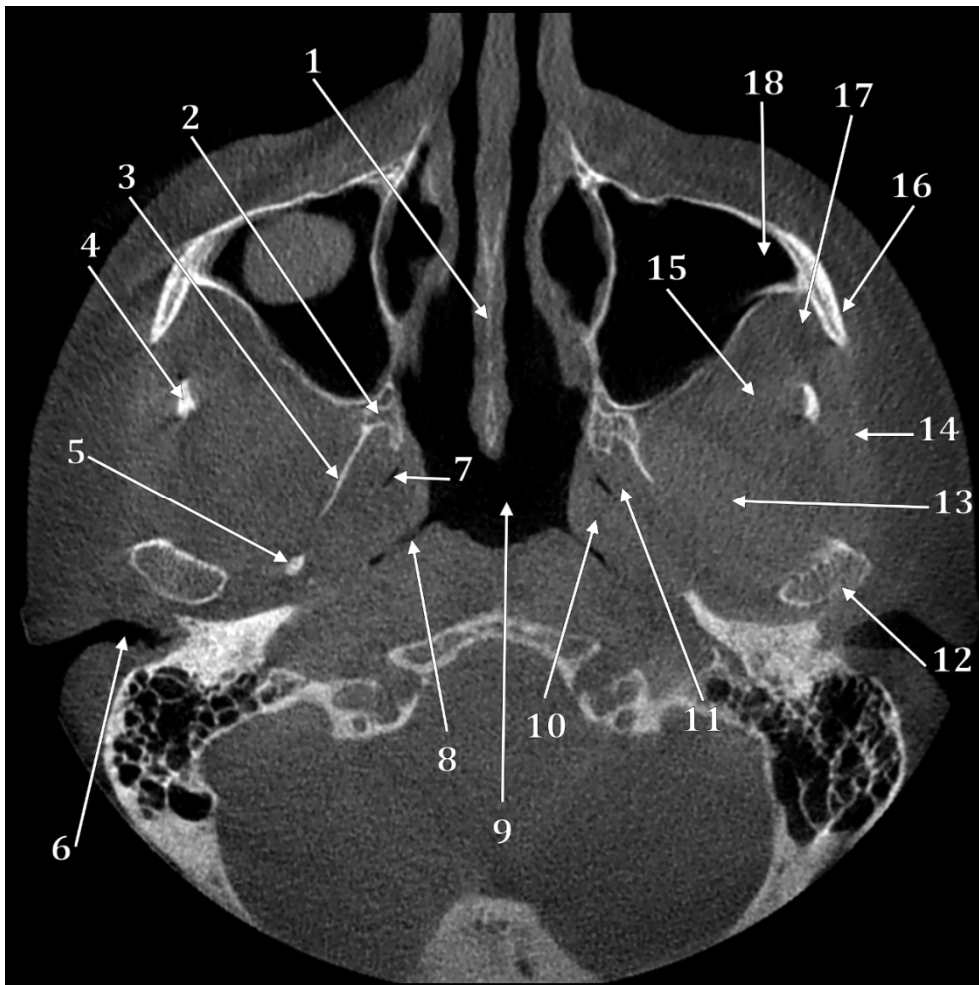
Secțiune CBCT axială prin baza pterigoidiană. 1.septul nazal; 2.procesul pterigoidian; 3.bara pterigospinoasă; 4.vârful procesului coronoid al mandibulei; 5.spina sfenoidului; 6.conductul auditiv extern; 7.tuba auditivă; 8.recesul faringian (Rosenmüller); 9.nasofaringele; 10.m.ridicător al vălului palatin (mușchiul peristafilin intern); 11.m.tensor al vălului palatin (peristafilin extern); 12.capul mandibulei; 13.fasciculul inferior al m.pterigoidian lateral; 14.m.maseter; 15.m.temporal; 16.procesul temporal al osului zigomatic; 17.corpul adipos bucal; 18.recesul zigomatic al sinusului maxilar.
